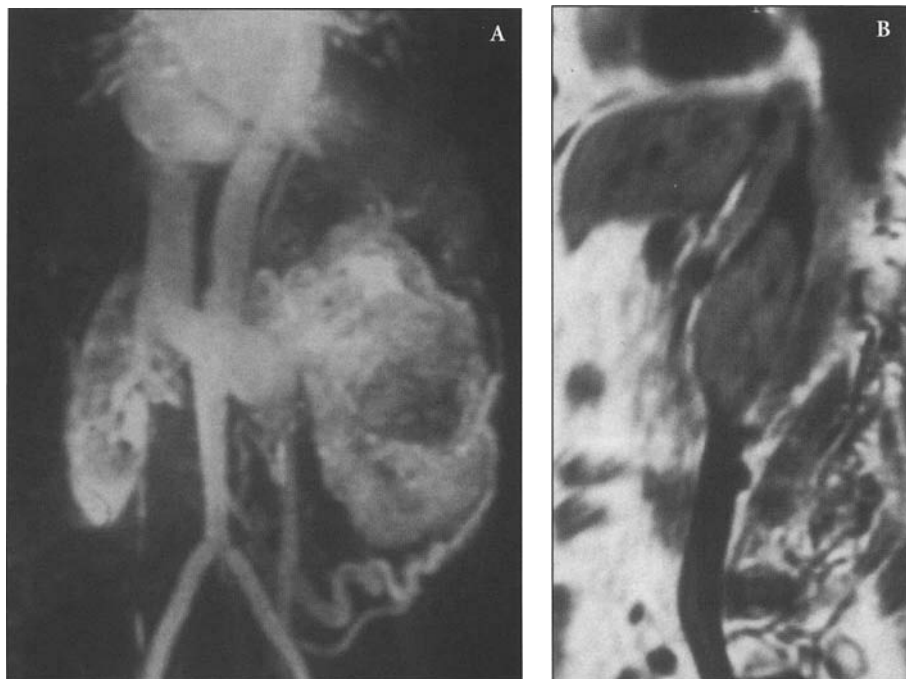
IRM. Thrombus veineux. A. Projection MIP avec temps vasculaire. Vue oblique. Volumineuse tumeur du rein G avec thrombus dans la portion initiale de la veine rénale et veine cave inférieure libre. La circulation collatérale est bien visualisée. B. Coupe sagittale. Séquence T1. Thrombus cave sous-hépatique.
